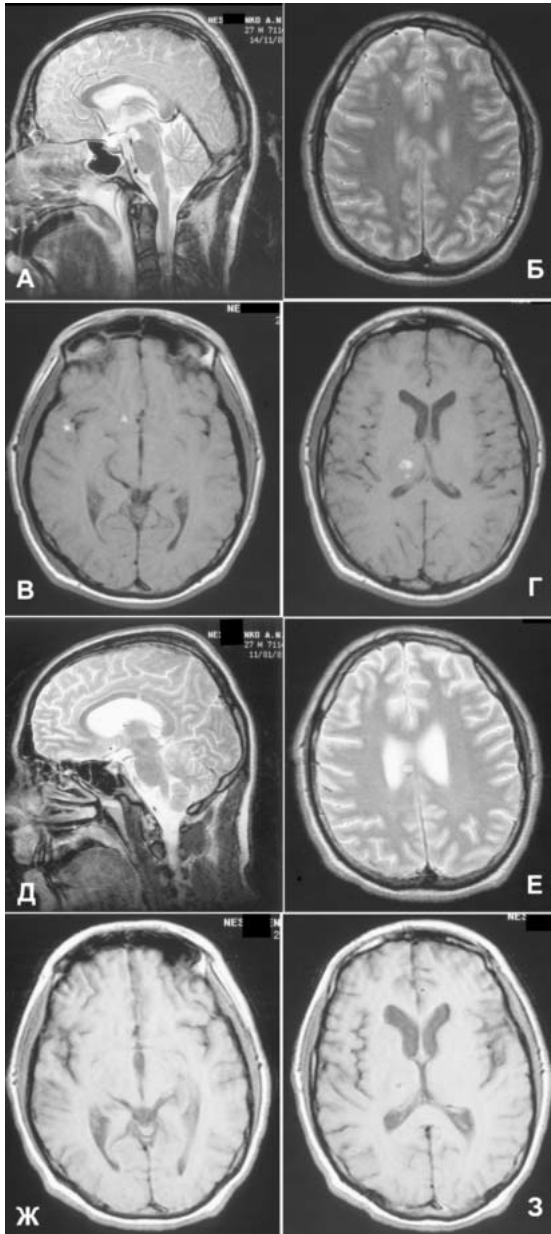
Сравнительные КТ- (А, Б, В, Г) и МРТ-картины (Д, Е, Ж, З) при ДАП головного мозга. Видны умеренное увеличение объема мозга и кровоизлияния в области желудочковой системы, подкорковых образований слева и мозолистого тела.
